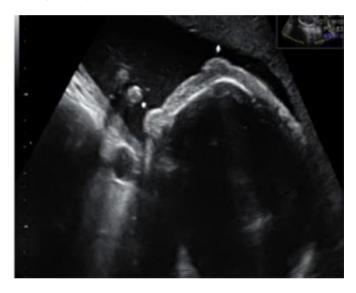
Ecografía bidimensional – eversión de los párpados del feto 9.
